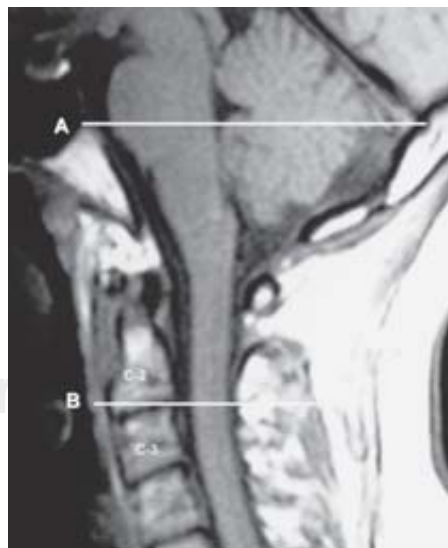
Líneas paralelas que limitan la unión craneovertebral en imagen sagital de IRM. A) De la parte media del clivus a la protuberancia occipital interna. B) Parte media del espacio C2-C3.
